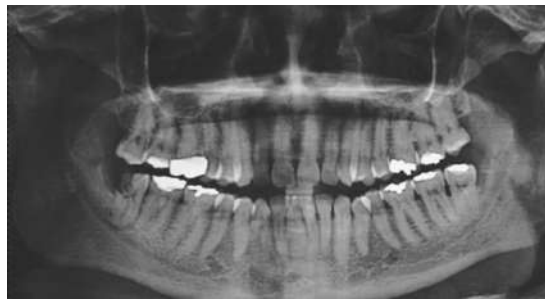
Ortopantomografía donde se observa órgano dentario 48 con imagen radiolúcida en porción distal radicular y coronal e imagen radiolúcida en ápice de mismo órgano dentario.
